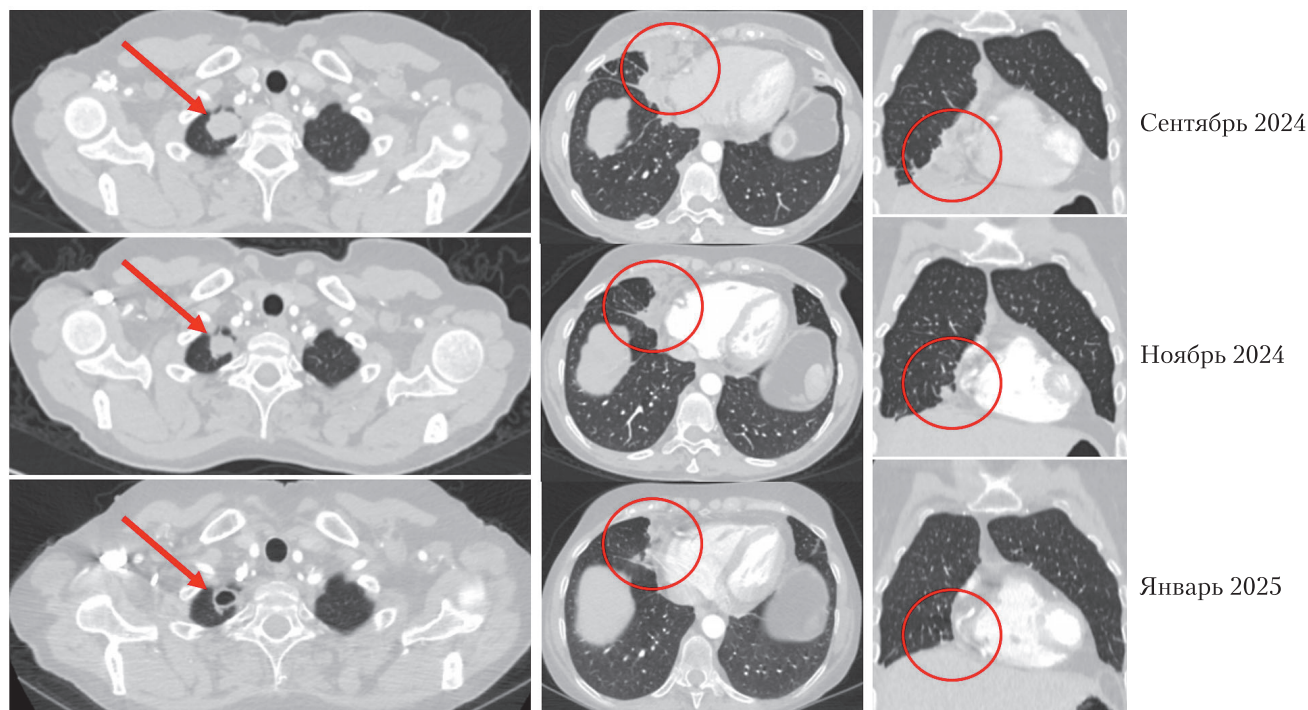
Данные компьютерной томографии грудной полости в динамике
